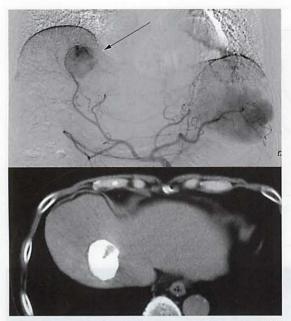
TACE での動脈造影(上) および TACE 後の評価 単純 CT (下)
